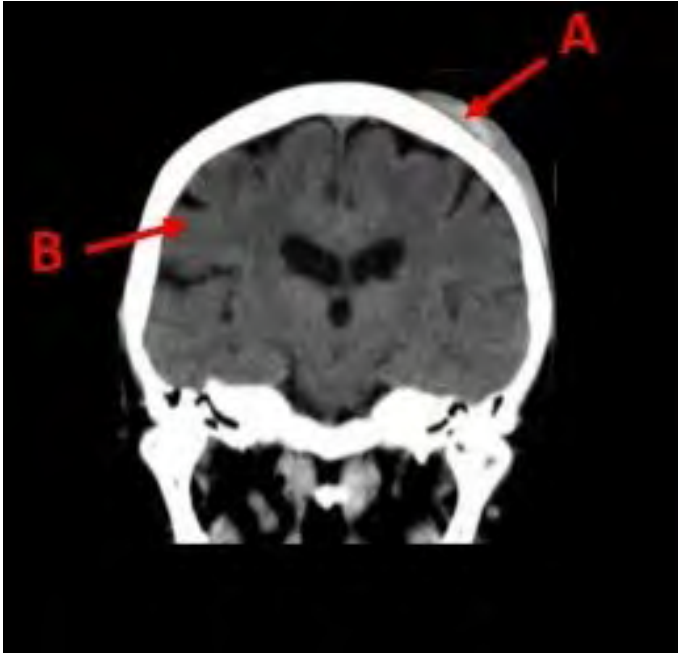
Hallazgos de la Tomografía Computarizada de Cráneo: (A) Tejidos blandos con hematoma subgaleal parietal posterior izquierdo. (B) Adecuada diferenciación de la sustancia gris y blanca. (C) Sistema ventricular supratentorial simétrico, sin desplazamiento de la línea media. (D) Calcificaciones fisiológicas de los plexos coroideos y glándula pineal.
